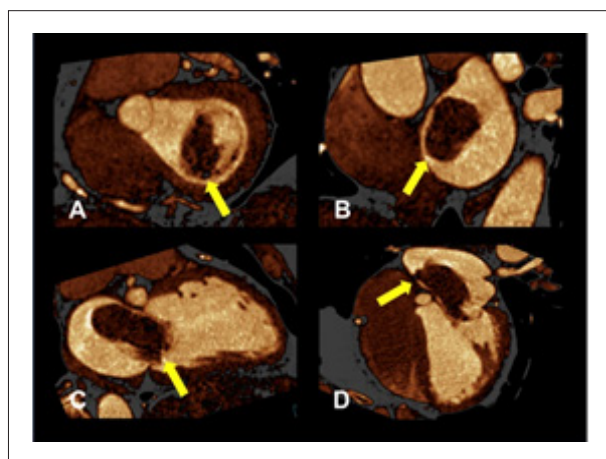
Tomografia cardíaca de paciente masculino, 58 anos, evidenciando mixoma em topografia de átrio direito e esquerdo (setas). A, B) Imagens em eixo curto do átrio esquerdo demonstrando protrusão do tumor no plano da valva mitral, obstruindo parcialmente a via de entrada do ventrículo esquerdo. C) Imagem em duas câmaras, evidenciando extensão da massa em seu maior eixo. D) Imagem em corte das quatro câmaras do coração, observando-se pedículo tumoral aderido ao septo interatrial e a relação da massa com o orifício valvar mitral. Imagem cortesia do Dr. Tiago Augusto Magalhães.
